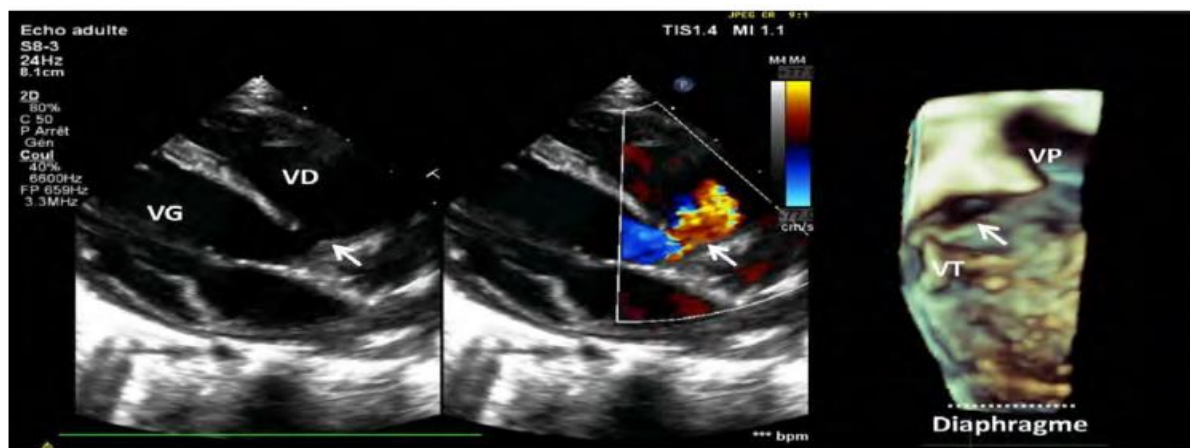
Échocardiographie transthoracique bidimensionnelle (A) et tridimensionnelle (B) d'une CIV périmembraneuse. La forme ainsi que la position de la CIV par rapport aux autres structures cardiaques sont bien visualisées à l'écho 3D à partir du VD. [46]
